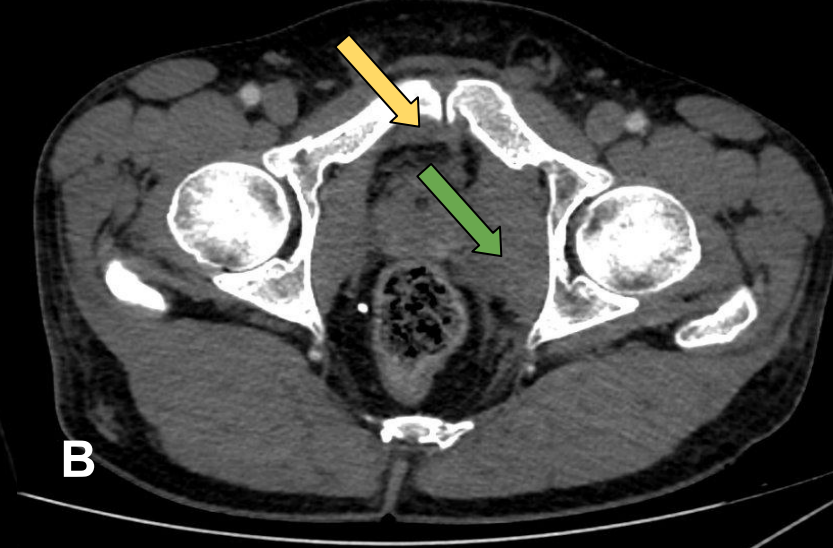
TC en fracturas del anillo pélvico.
